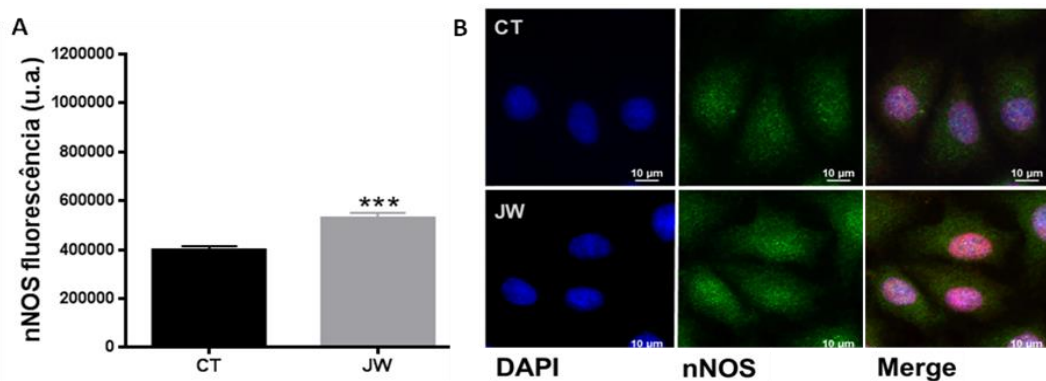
Expressão da nNOS em células endoteliais EA.hy926, tratadas (JW) ou não (CT) com JWH015 (1 μ M). A. Intensidade de fluorescência expressa em unidades arbitrárias, demonstrando aumento da expressão da enzima mediante tratamento com agonista CB₂. N= 20 células de pelo menos 5 experimentos diferentes. *p<0,001. B. Imagens representativas de células na presença ou ausência dos tratamentos. Azul: marcação dos núcleos com DAPI; Verde: marcação da nNOS.
